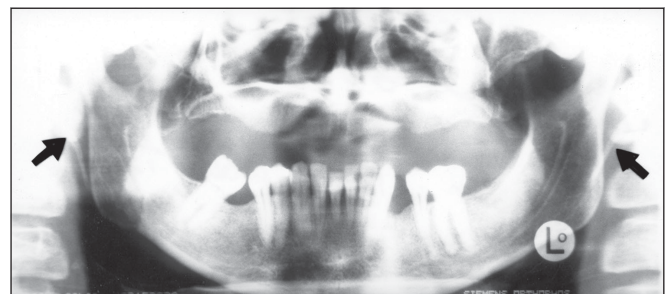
Radiografia panorâmica de mandíbula. As setas indicam as apófises estilóides alongadas
